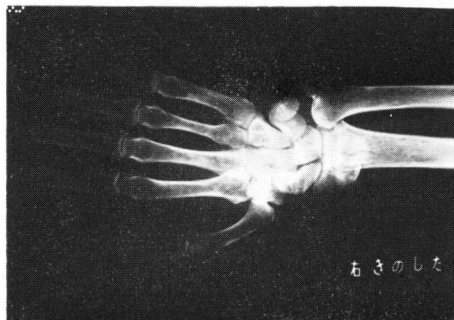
Plain film of the right hand in case 1, March, 1980.
